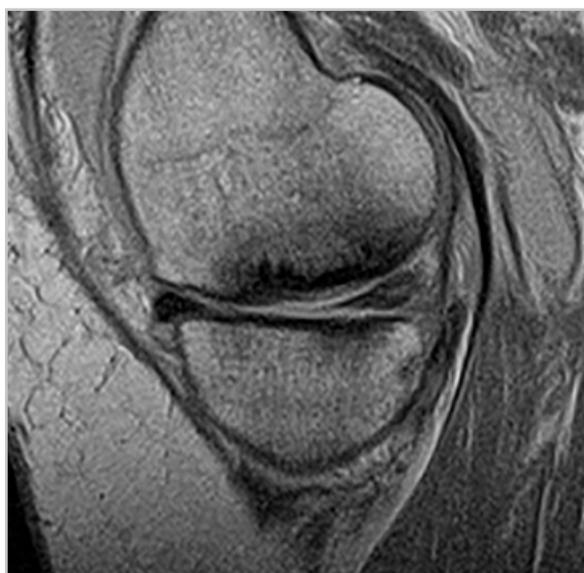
МР-томограмма (PD-ВИ). Субхондральный коллапс при субхондральном переломе недостаточности. Визуализируются зона импрессии суставной поверхности и выраженные субхондральные склеротические изменения
